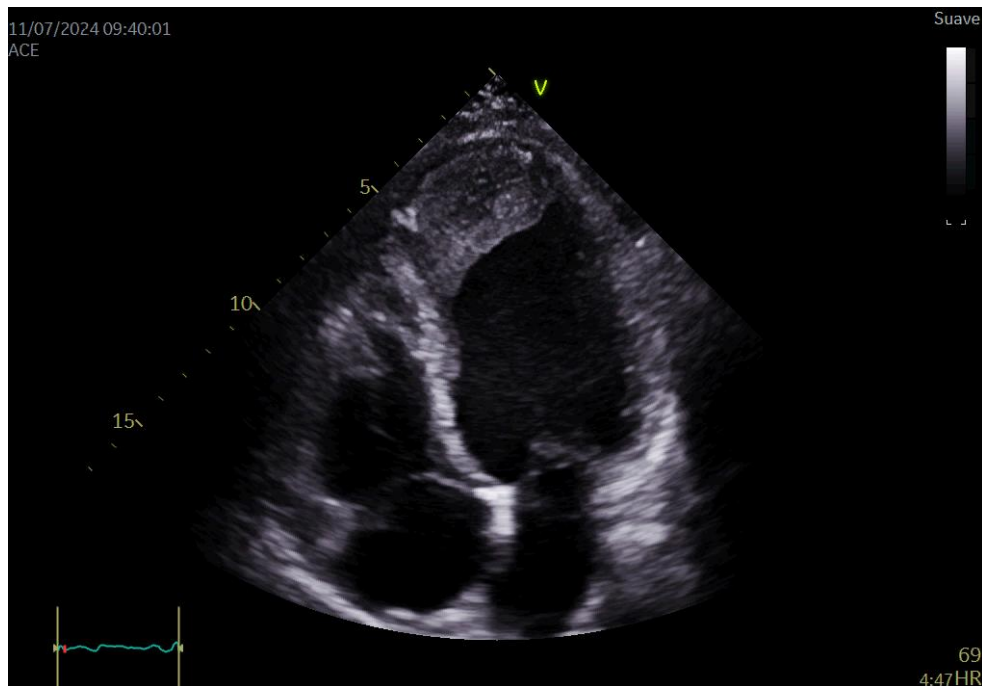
ETT de control a los 2 meses: en plano apical 4 cámaras se puede evidenciar persistencia de trombo intraventricular izquierdo, con un tamaño similar al previo.
